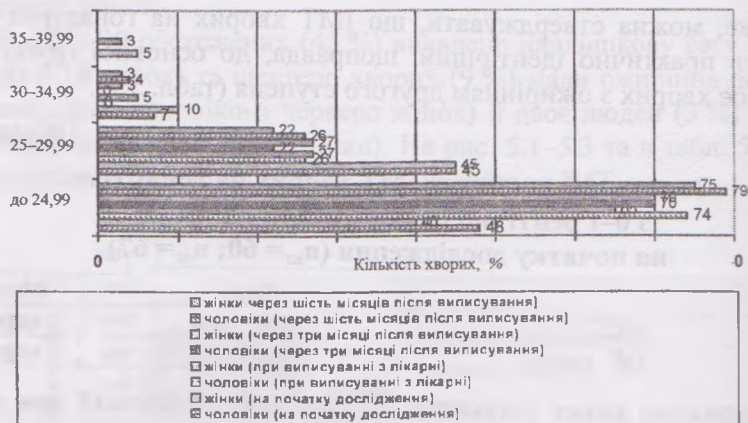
Динаміка зміни ІМТ хворих на гонартроз 0-I рентгенологічної стадії ОГ
